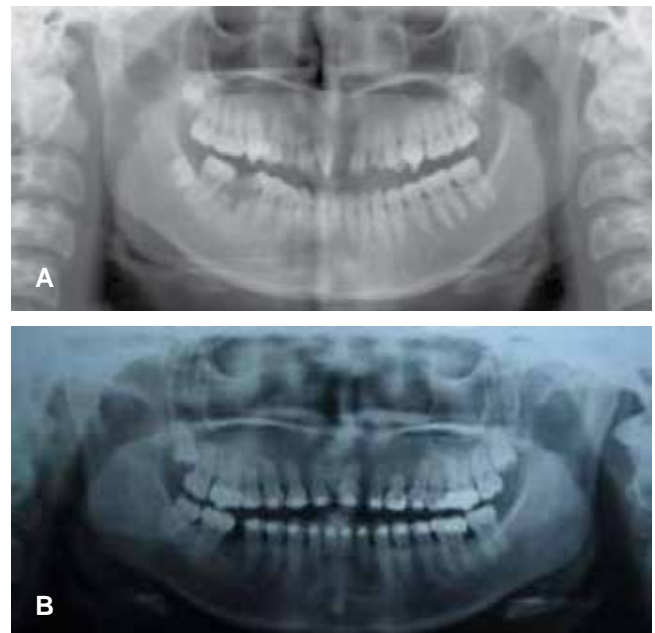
A) Ortopantomografía inicial.
